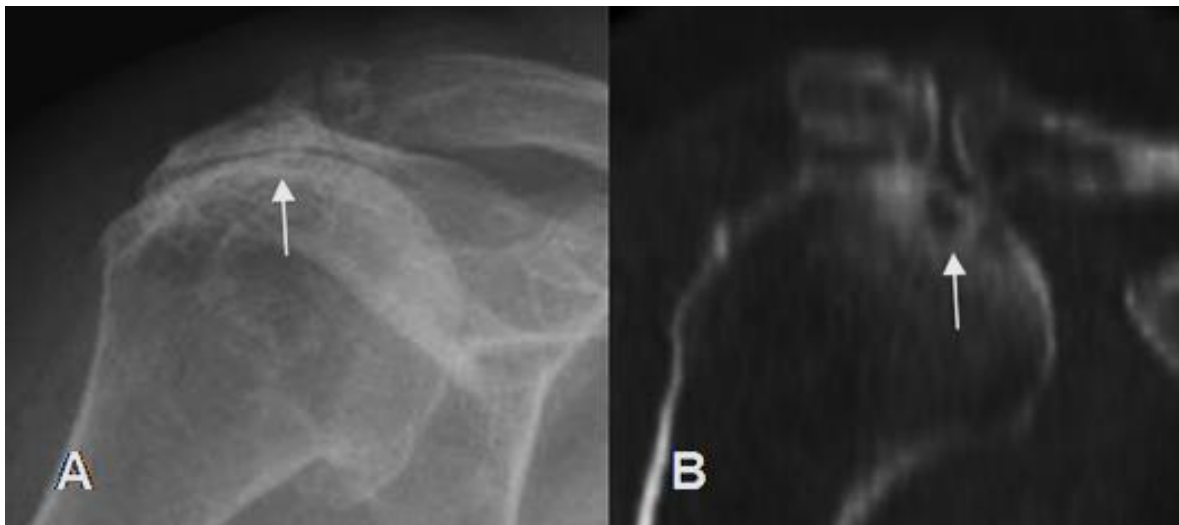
Ruptura del tendón supraespinoso. A. Rx AP. Cambios degenerativos con pérdida del espacio acromiohumeral y esclerosis asociada, por ruptura del supraespinoso. B: TC con reconstrucción sagital.
